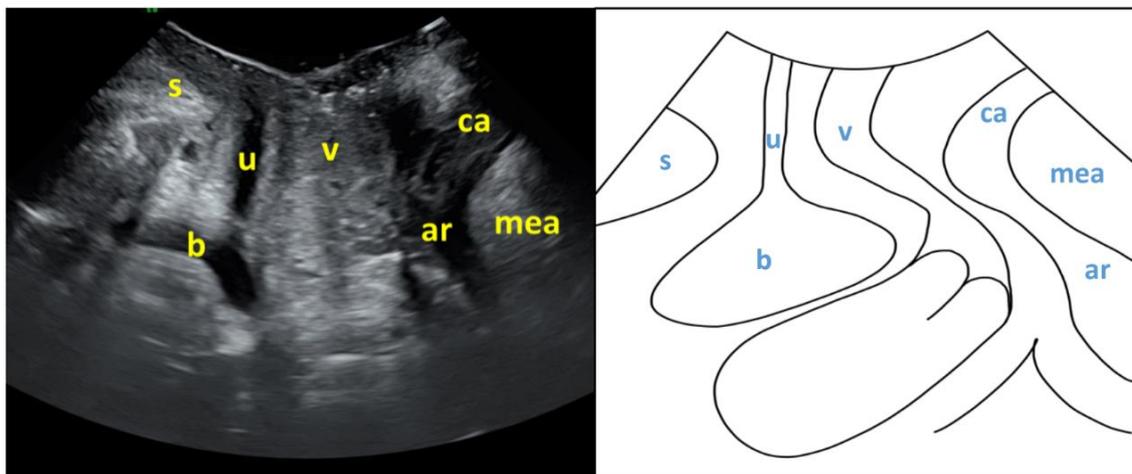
Plano hiatal de mínimas dimensiones. (S: sínfisis, u: uretra, b: vejiga, v: vagina, ca: canal anal: ar: ángulo rectal, mea: MEA). Fuente: "Guía Práctica d'ecografía del Sòl Pelvià 2022" ⁸
